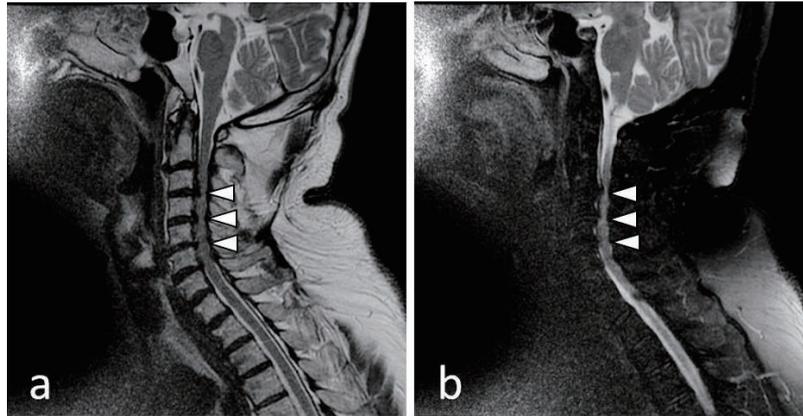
頸椎MRI矢状断像 (a: T2強調像, b: STIR)
